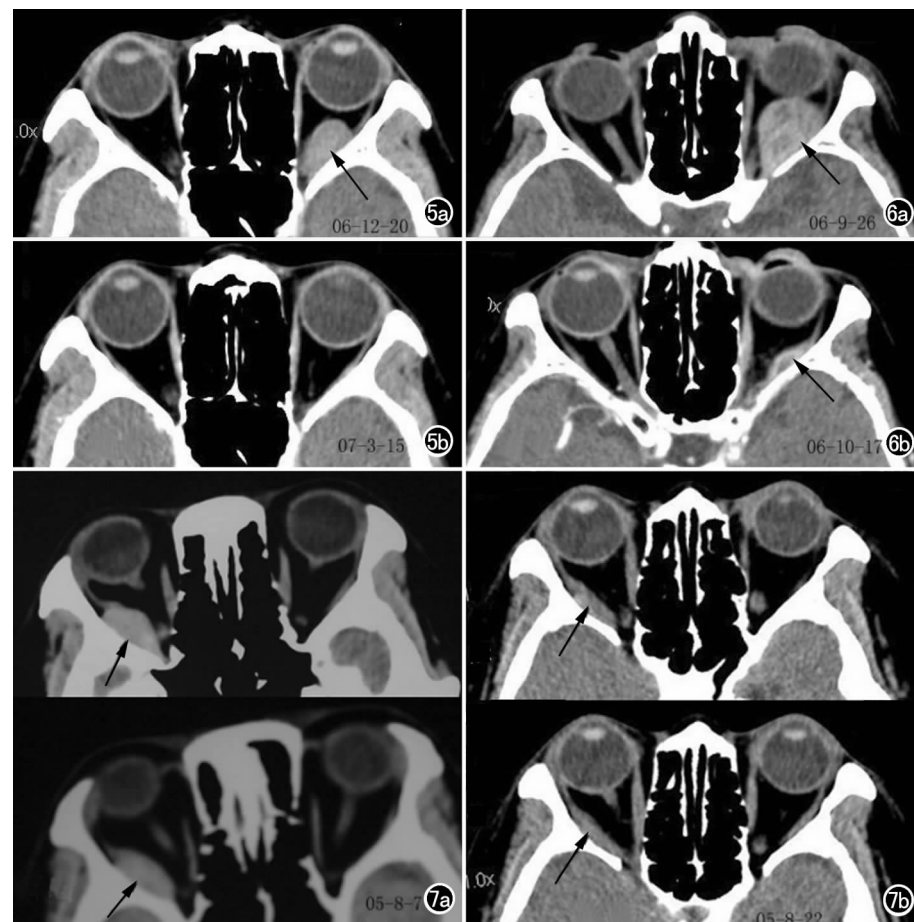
眶内血肿。a) 左眼眶肌锥内类圆形较高密度占位(箭); b) 3 个月后复查, 占位完全消失。图 6 眶内血肿。a) 左眼眶肌锥内锥形较高密度占位, 密度不均匀(箭); b) 20 天后复查 CT, 病灶大部分吸收(箭), 残留有外直肌稍增粗。图 7 a) 右眼眶内外侧梭形高密度占位, 与外直肌长轴基本一致, 边界光滑清晰(箭); b) 半个月后 CT 复查, 示病灶大部分吸收, 残留有外直肌稍增粗(箭), 提示出血可能位于外直肌内。
